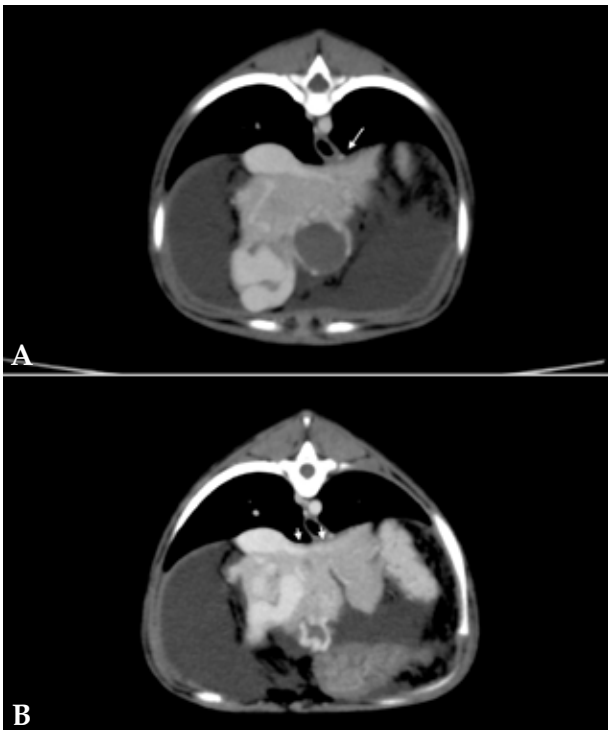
Imágenes de tomografía computarizada transversales tras la administración de contraste intravenoso, ventana de tejido blando. (A) Se observa la presencia de varices gastroesofágicas (flecha). (B) Se observa la presencia de varices gástricas (flechas).
